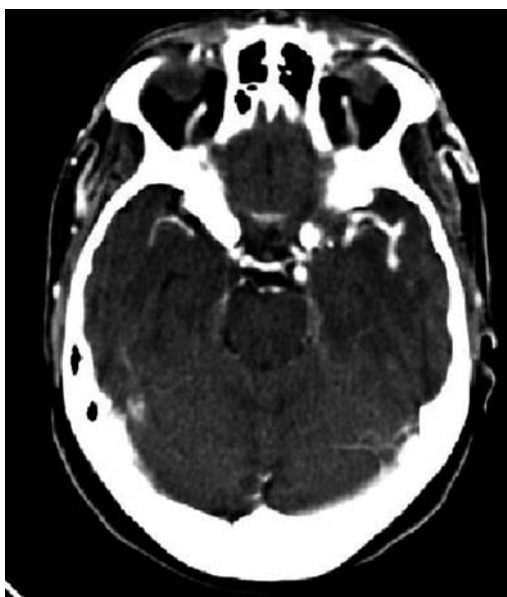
Dilatación aneurismática Izquierda en TAC con contraste.
